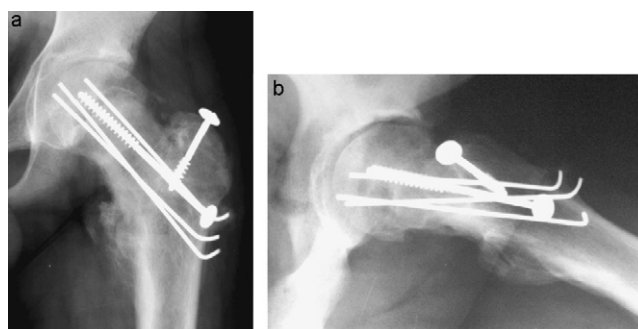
a et b; aspect radiographique à l'ablation du matériel au dixième mois.
